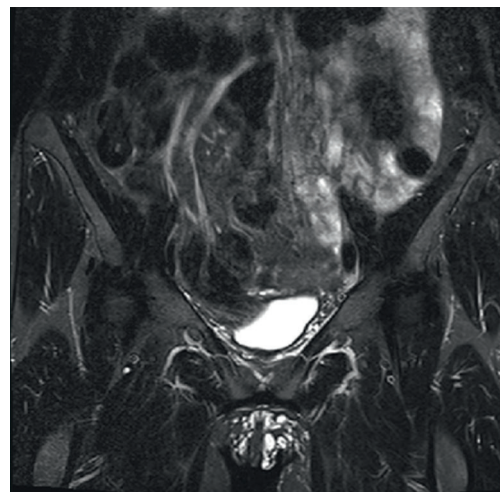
IRM Coupe coronale T2 STIR varices vulvaires. CHU Bordeaux.
